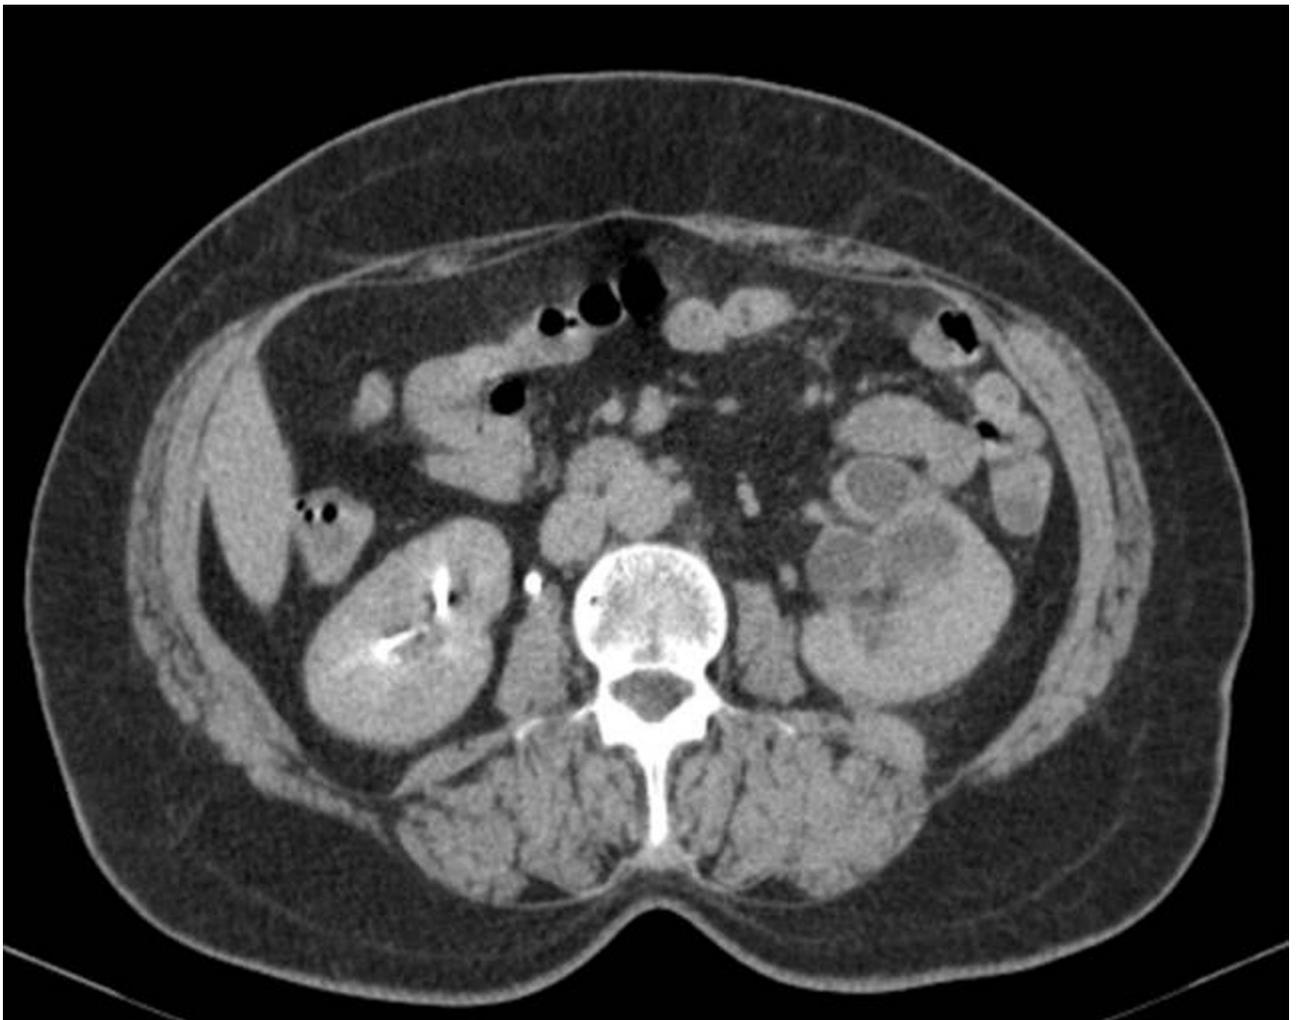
TAC abdominal de Novembro/2010: Escassa captação de contraste do rim esquerdo, com atrofia cortical, múltiplas áreas quísticas e estenose da junção uretero-pielical com espessamento da parede do ureter
